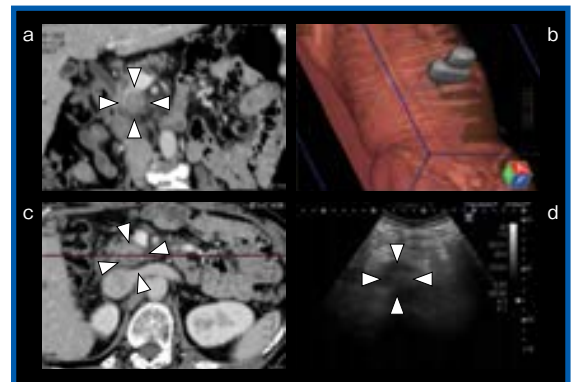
MPR-CT vs. US Fusion Imaging
